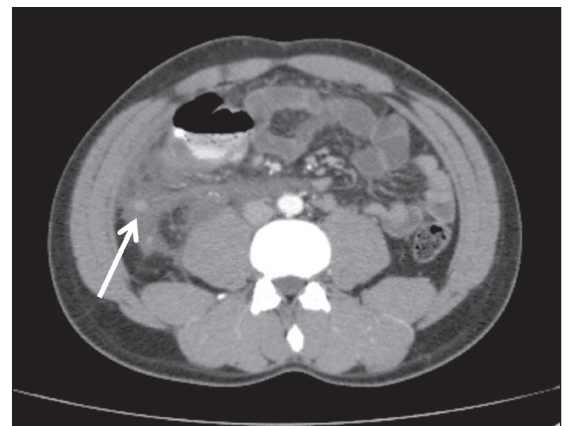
TC que muestra una extensa colección retroperitoneal con un fecalito en el centro (flecha blanca).
